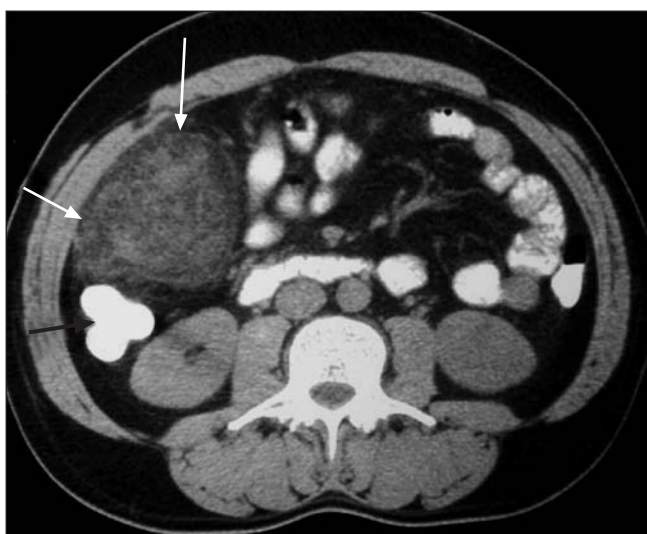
Imagen axial de TAC sin contraste endovenoso y con contraste oral que demuestra una lesión ovalada, de densidad de grasa y bordes mal definidos con un diámetro aproximado de 5 cm (flechas blancas). En el seno de la lesión se distinguen estriaciones hiper- e hipodensas alternantes. La imagen es diagnóstica de infarto omental.
